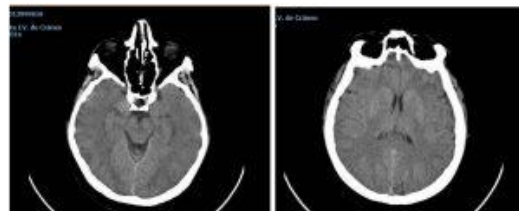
Imágenes de TC craneal urgente que no muestran alteraciones parenquimatosas agudas
